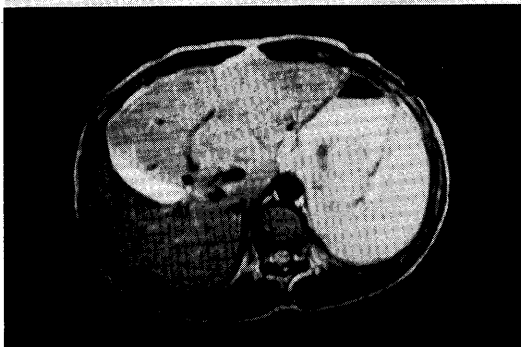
Plain CT depicts a large, low density mass in left lobe. In early phase of enhanced CT, this mass is highly enhanced and dilatated vessels are imaged. At later phase, its density is almost same as that of normal liver tissue.
